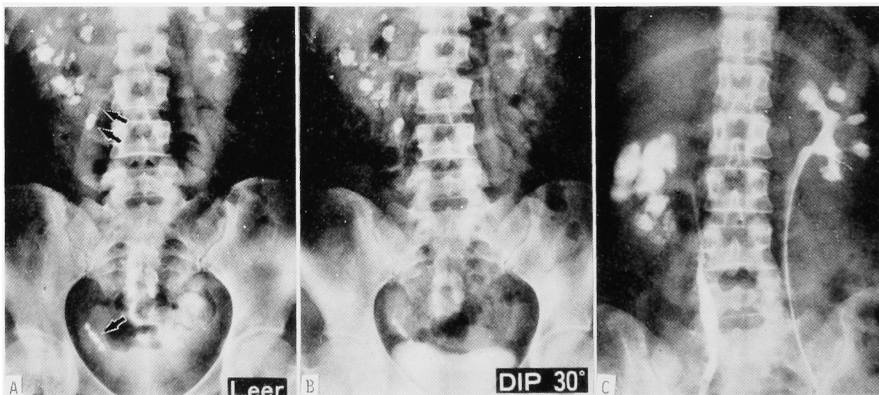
A: Plain film, B: DIP, C: Retrograde pyelography.
